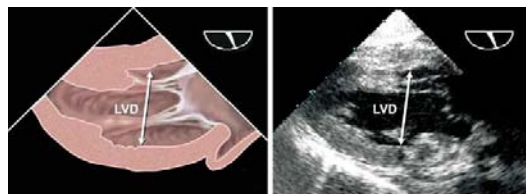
进行经食道超声心动图检查时在经胃底左心室切面上测量左心室(LV)短轴内径(LVD), 通过旋转探头, 通常约在90-110度之间可获得最佳的图像, 从而准确的测量左心室的各个径线。
